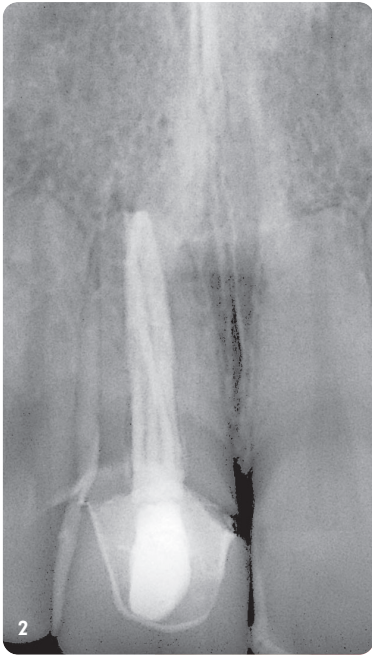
Röntgenaufnahme vor Extraktion, endodontisch behandelter Zahn 11 mit subgingivaler Fraktur.
